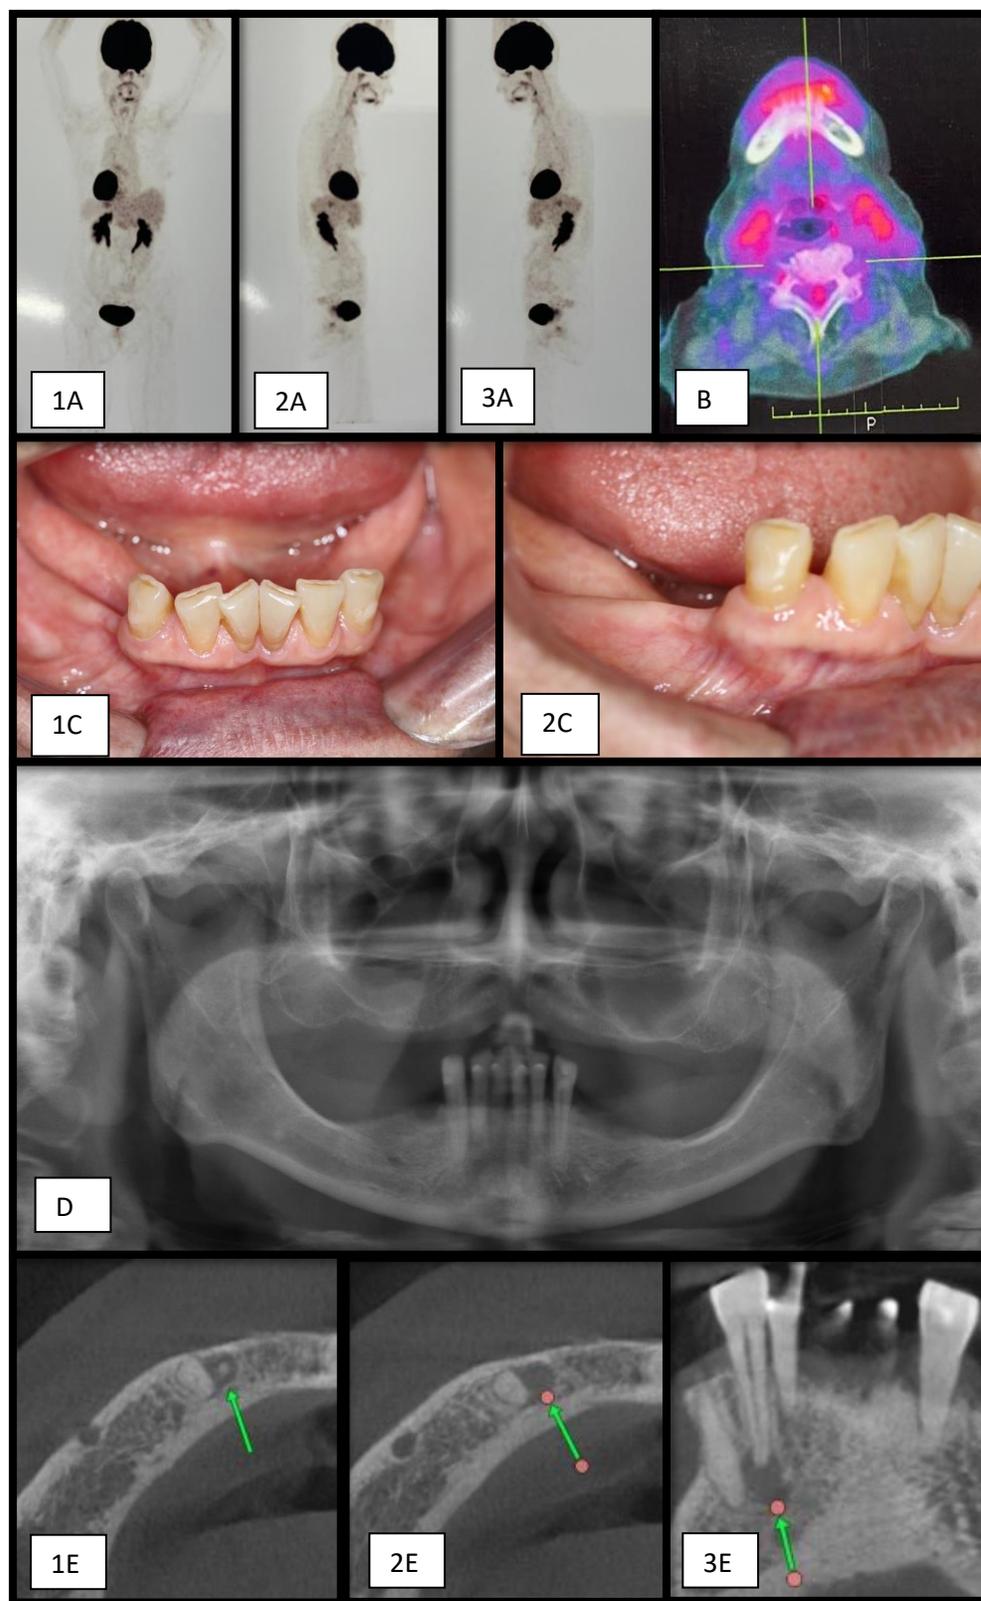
Imagens PET/CT em 13/12/2017 (1A, 2A,3A e B) mostrando a localização de hipermetabolismo glicolítico em região anterior mandíbula; Aspecto intraoral inicial sem
